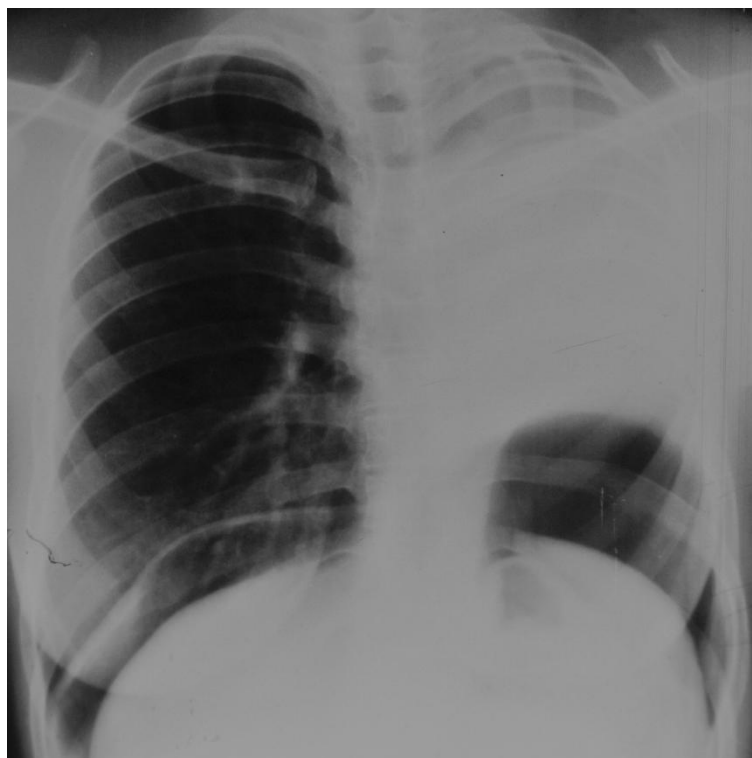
Обзорная рентгенограмма пациентки К. через 3 месяца после операции. Слева гемиторакс интенсивно гомогенно затемнен. В S1S2 единственного правого легкого мелкие плотные очаги.
